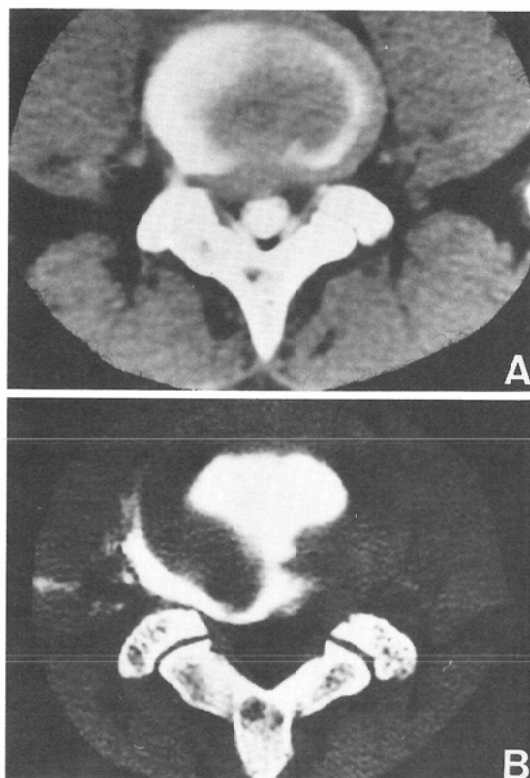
Case 2. CT myelography of L4-5 level demonstrates a soft tissue mass at the right lateral aspect of the spinal canal (A). CT discography shows subligamentous leakage of the contrast material into this mass lesion and indicates the diagnosis to be protrusion of right paramedian type (B). Exact provoked pain was noted in the right leg after the injection of 1.5ml of contrast material.
